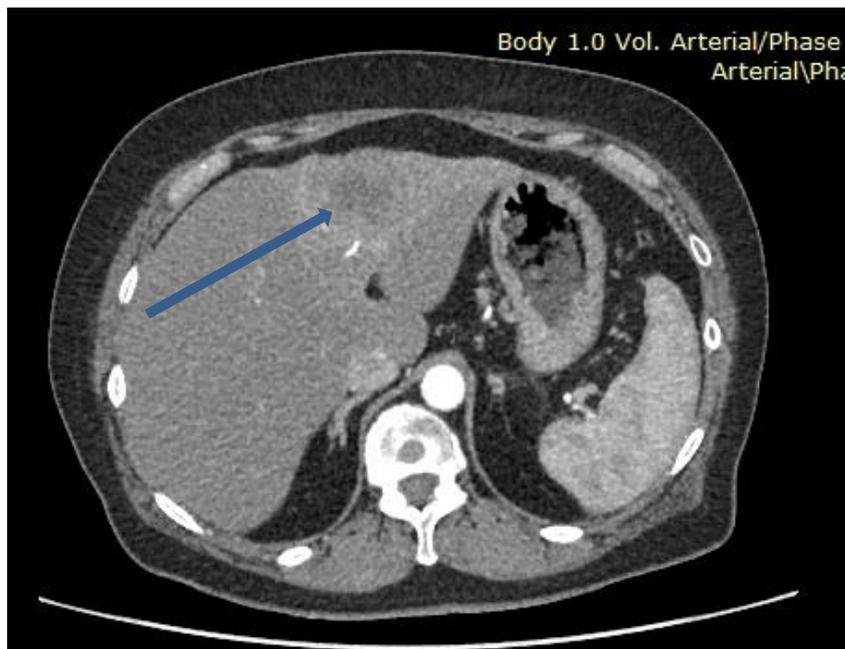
КТ, артеріальна фаза. Нерезектабельна пухлина ПЗ з метастазом в ліву долю печінки.
